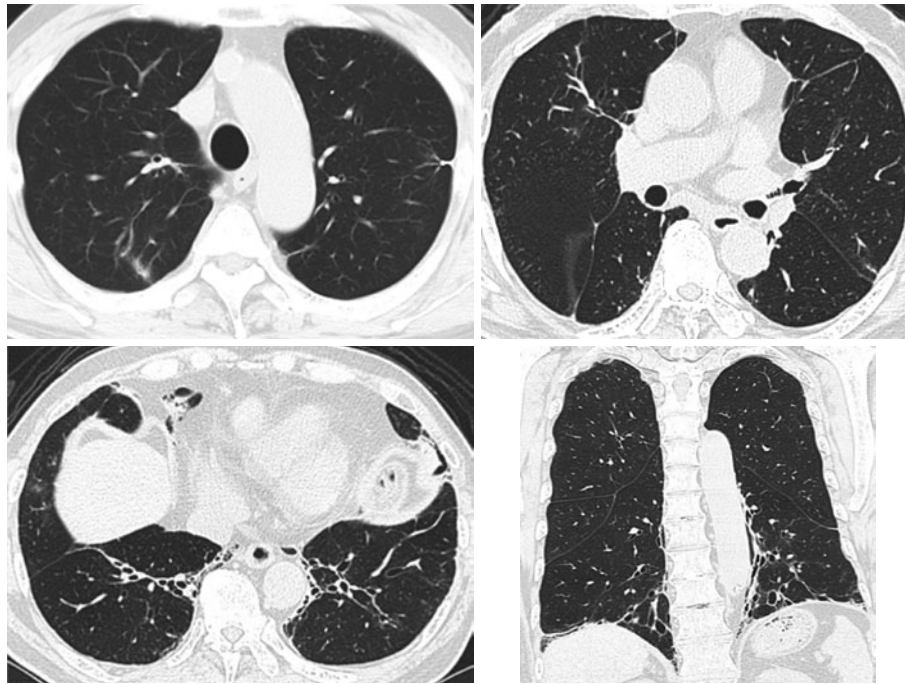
The partial consolidation and air-bronchogram sign in the right upper lobe have almost disappeared. Chest computed tomography 64 days after withdrawal of the oral chondroitin and hyaluronic acid supplement demonstrate improvement of the peribronchial opacities, but not of bronchiectasis in the bilateral lower lobes.
